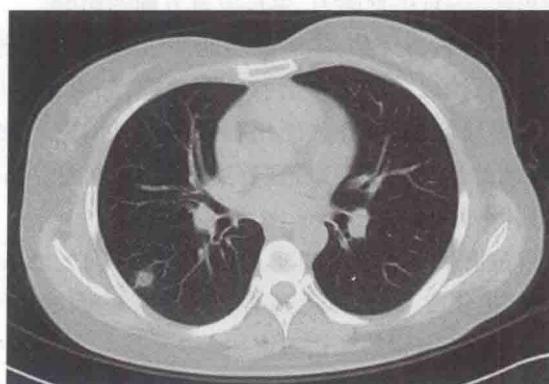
胸部CT提示经治疗后较4周前病灶明显缩小
